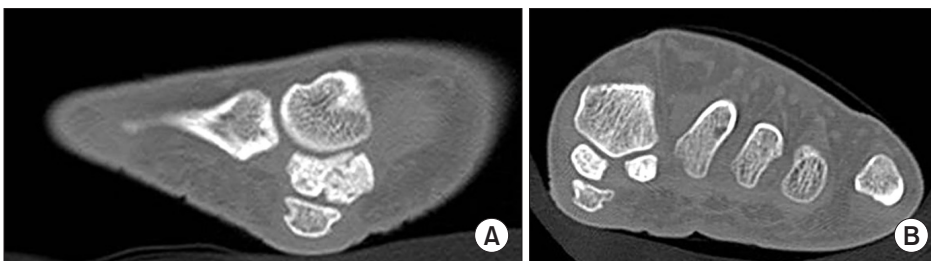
Sagittal (A) and axial (B) computed tomographic images show the bony mass lesion separated from the medial sesamoid bone.
